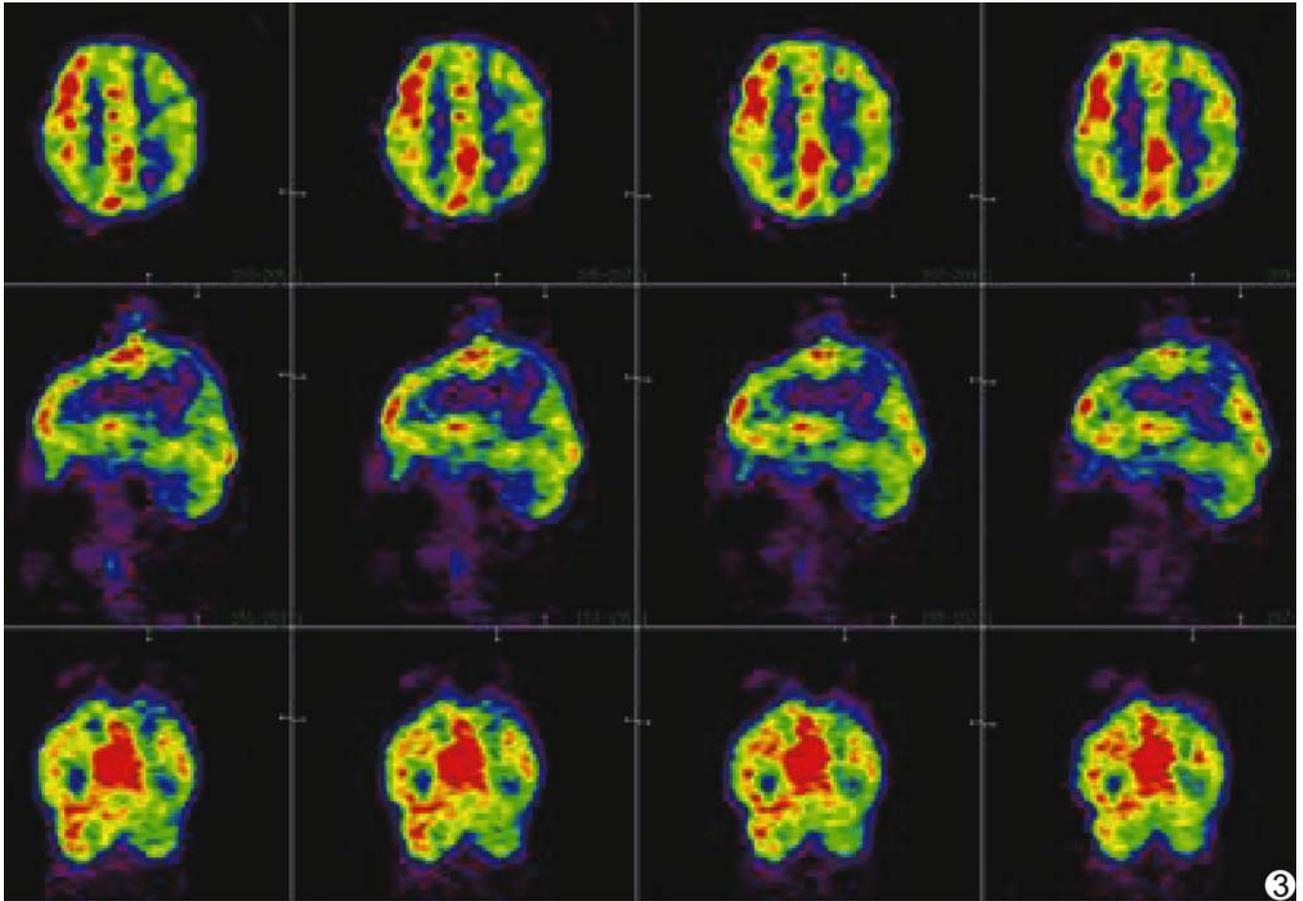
患者男,11岁,智力低下、多动、自言自语,PET检查可见左侧额叶和左侧顶叶放射性代谢减低
